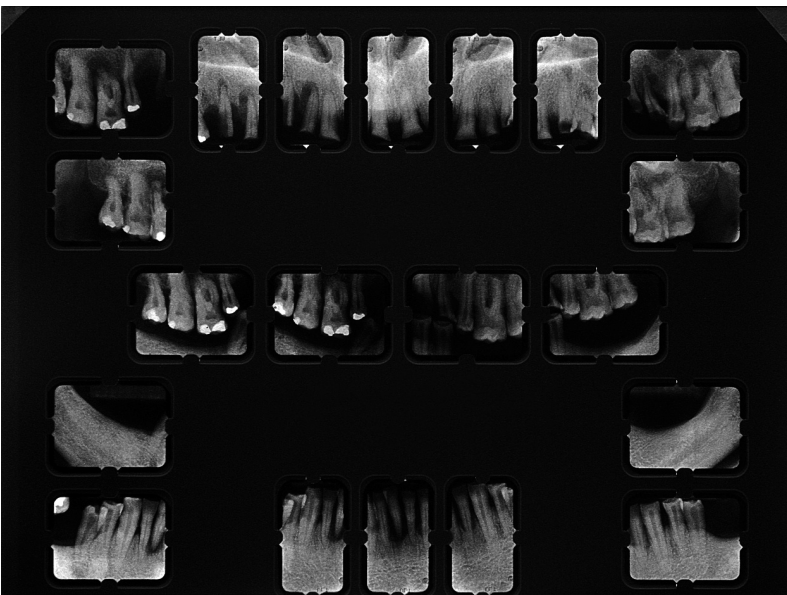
Рентгенограммы зубов верхней и нижней челюсти.
